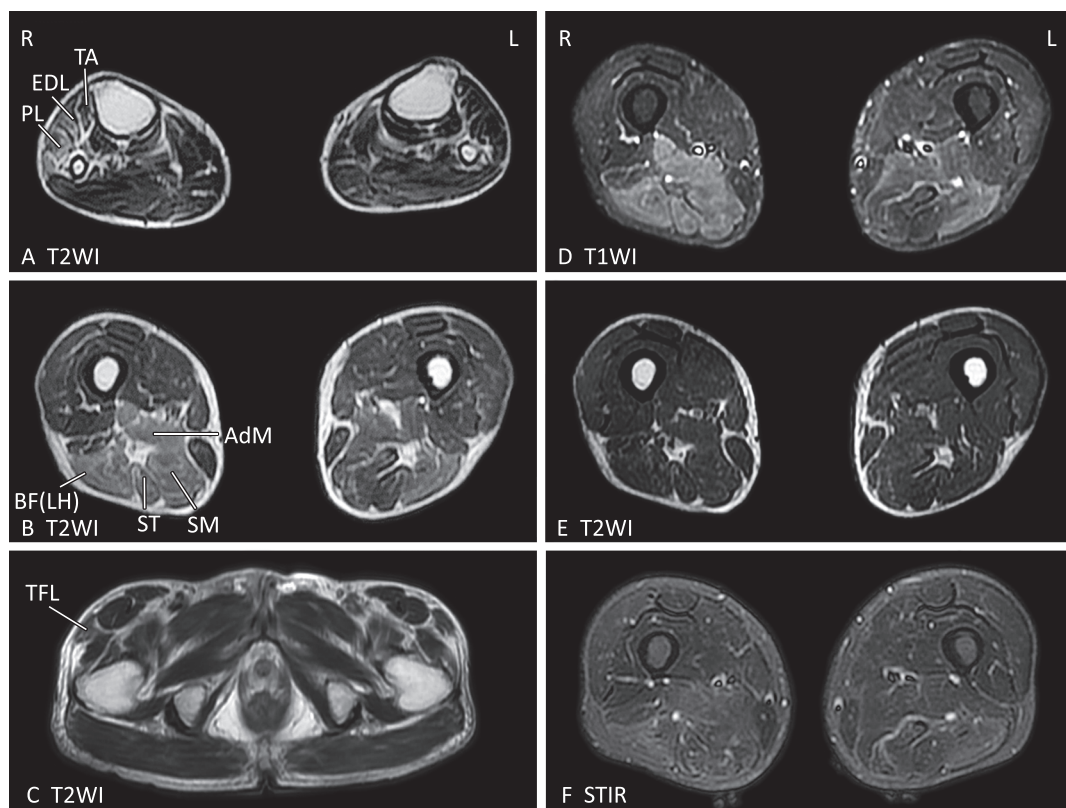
Skeletal muscle MRI of bilateral lower extremities in the acute and recovery periods.
